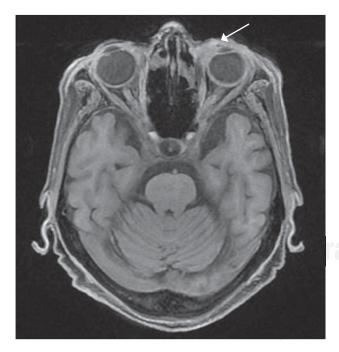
Resonancia magnética en T1, corte axial donde se observa una lesión infiltrativa de la conjuntiva izquierda con infiltración epiescleral, corneal, ipsilateral y la inserción del músculo recto medial.
